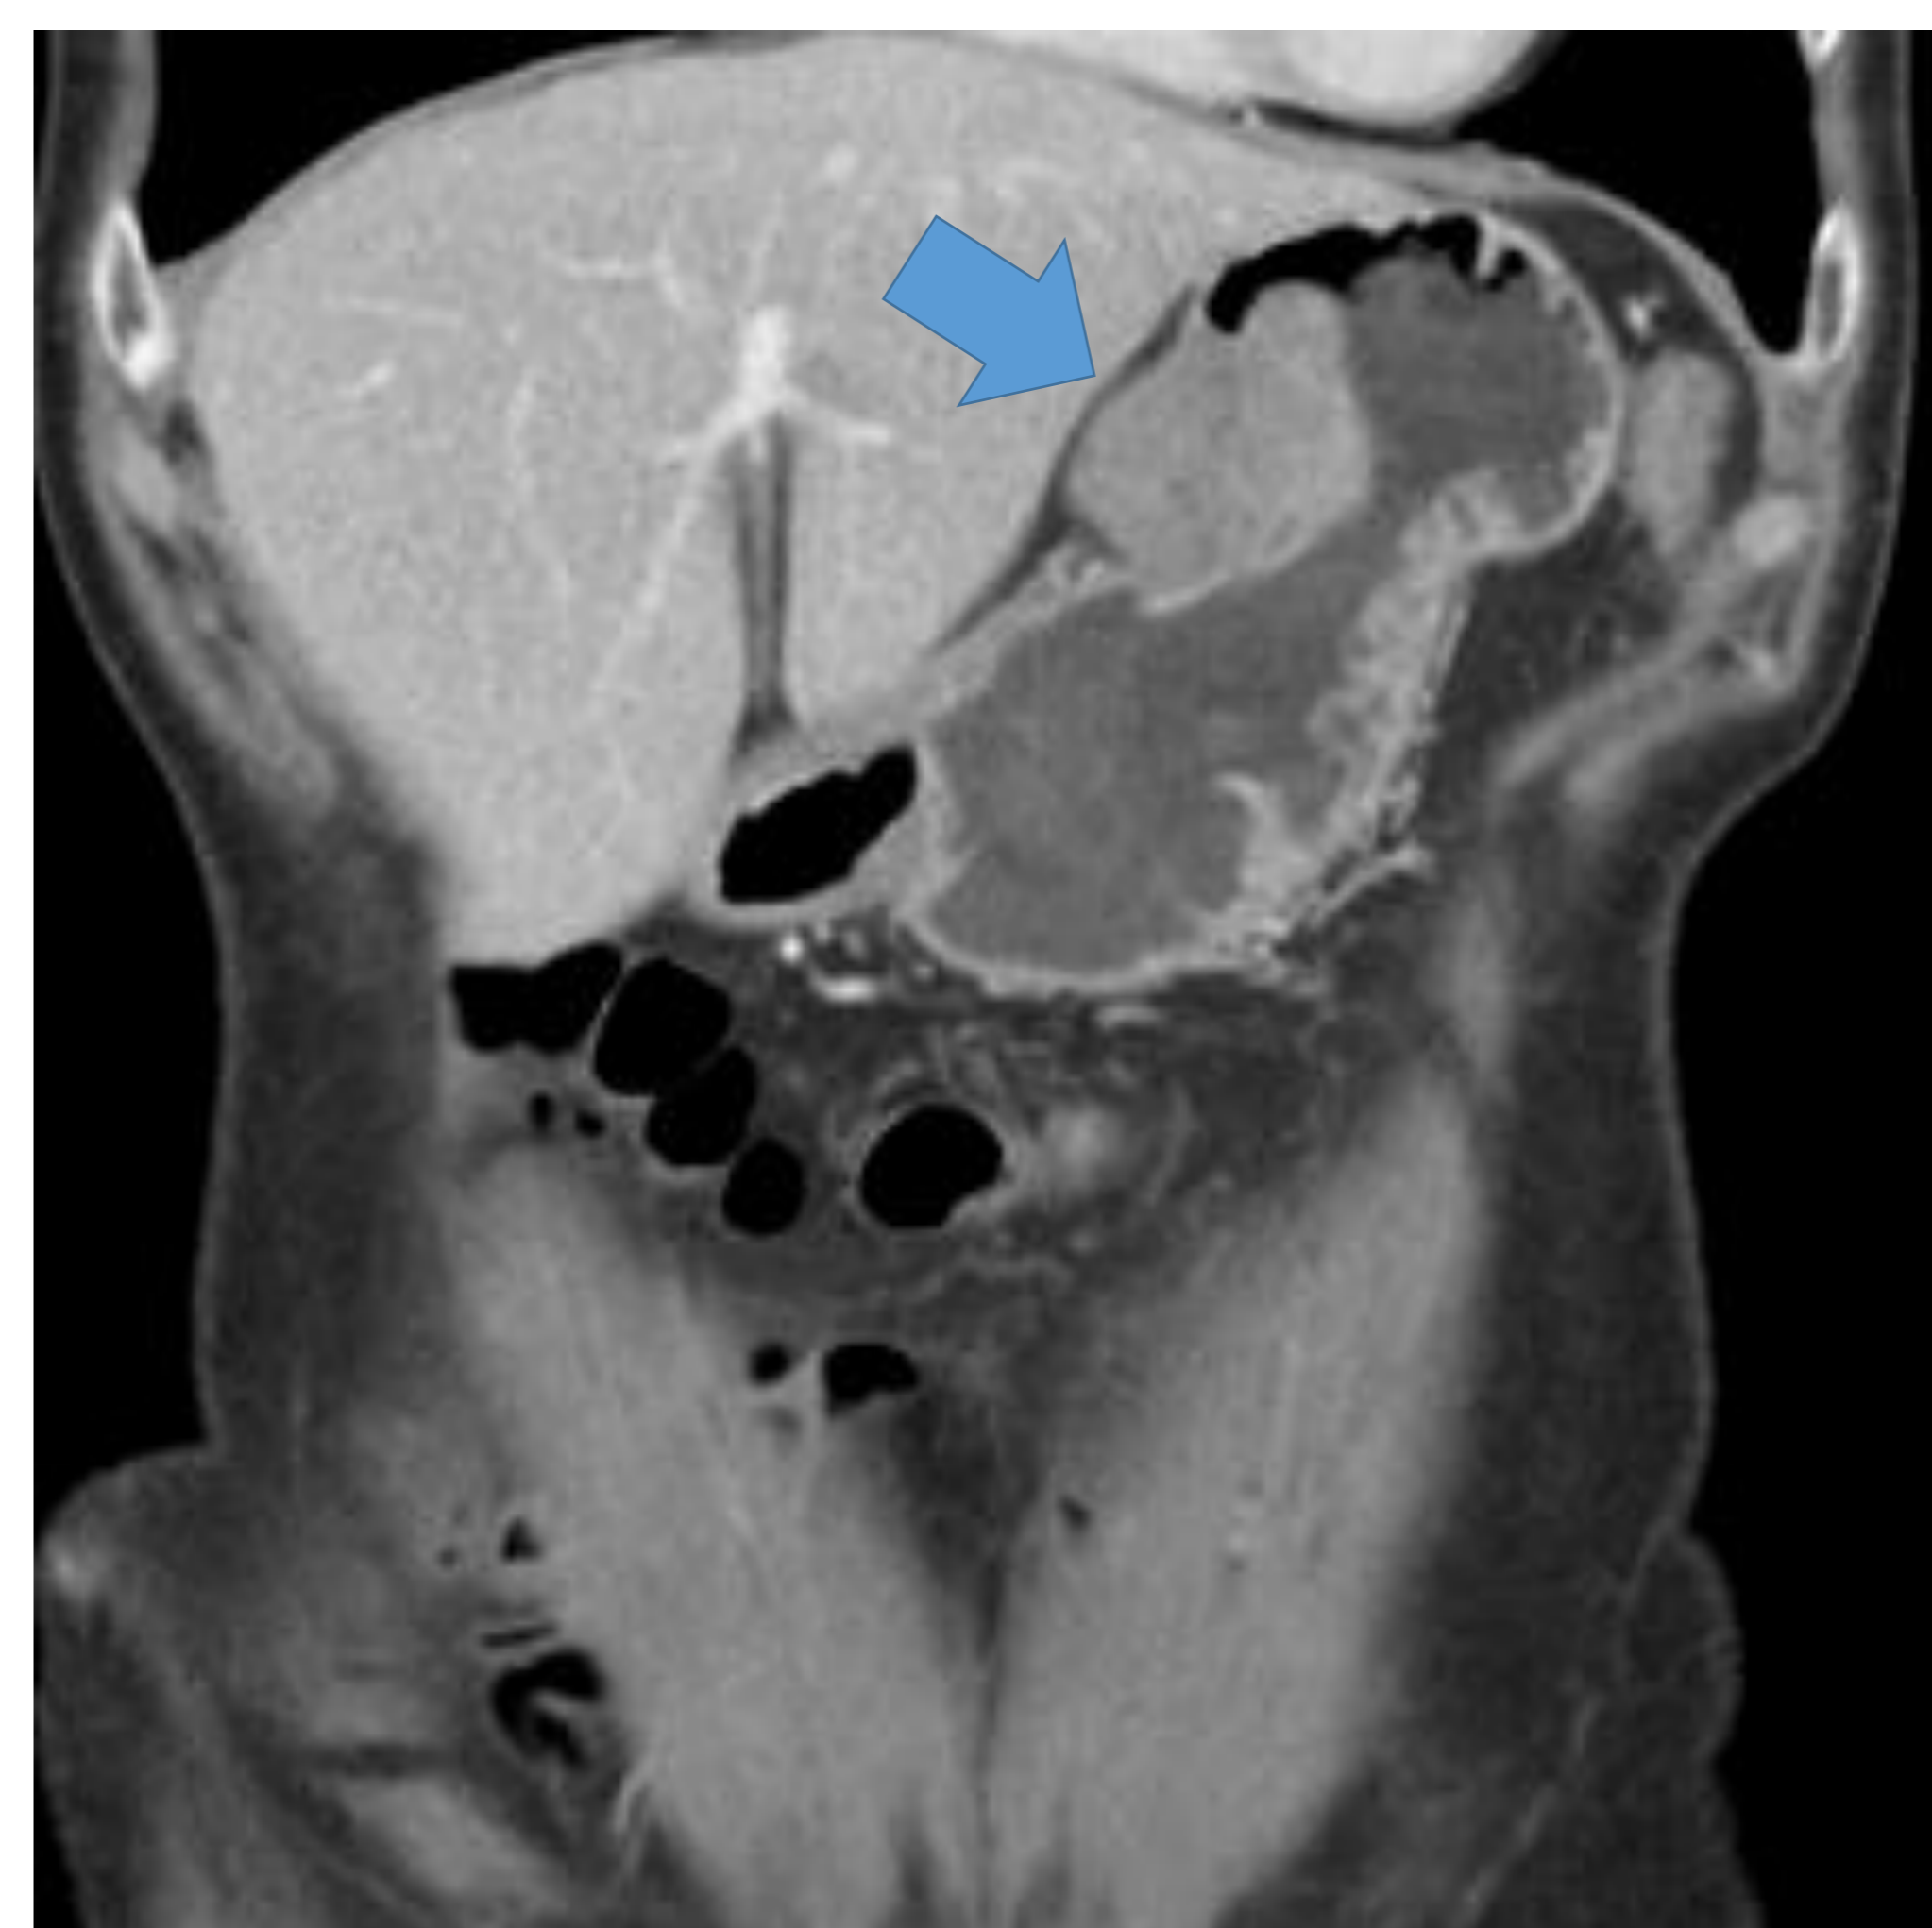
Tumor con origen no epitelial. Estudio TC abominopélvico tras la administración de contraste yodado i.v. en fase portal. Corte coronal. Ejemplo de tumor en la curvatura menor con origen intramural, presenta un crecimiento exofítico. *Anatomía patológica: schwannoma.*
